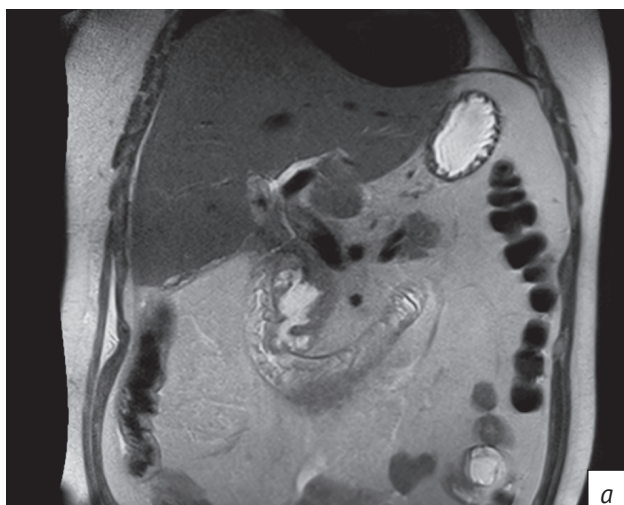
Пациент А. МРТ брюшной полости на 15-е сутки после оперативного лечения, T2:
